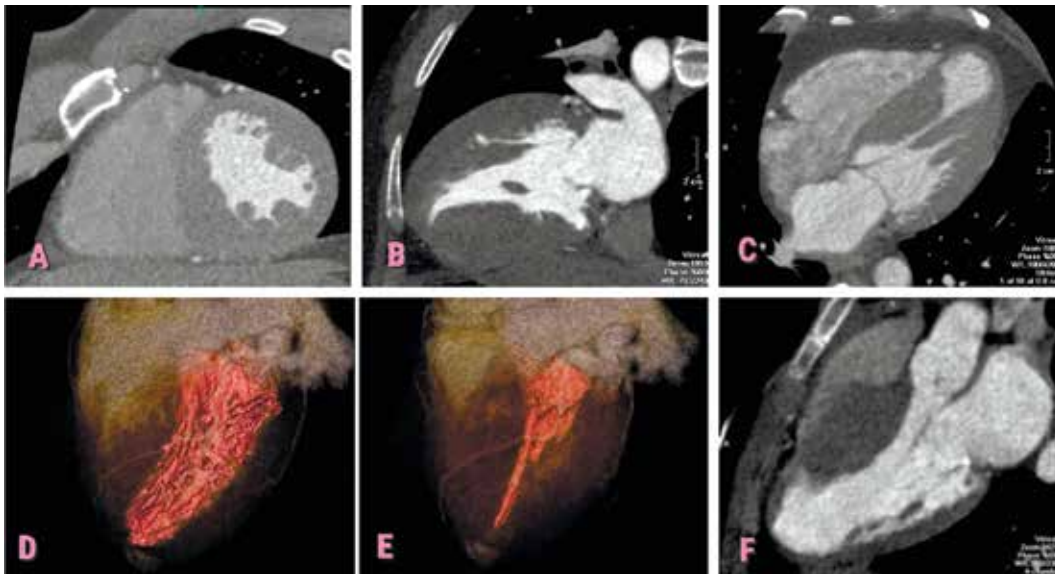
Варіанти поширення гіпертрофії міокарда при ГКМП: А – МСКТ-зображення серця у двокамерній позиції по короткій осі демонструє нерівномірне потовщення МШП на мезовентрикулярному рівні у пацієнта з асиметричною формою ГКМП; В – КТ-зображення серця у двокамерній позиції по довгій осі показує симетричне потовщення стінок на всіх рівнях ЛШ у пацієнта із симетричною формою ГКМП; С – КТ-зображення у чотирикамерній позиції по короткій осі показує симетричне потовщення стінок ЛШ на середньому рівні у пацієнта з мезовентрикулярною формою ГКМП; Д – Volume Rendering – реконструкція порожнини ЛШ в пацієнта з апікальною формою ГКМП в діастолу та в систолу; Е – зверніть увагу на субтотальну систолічну облітерацію порожнини ЛШ на середньому та апікальному рівні; Ф – КТ-скан серця у трикамерній позиції, де візуалізується нерівномірне, тумороподібне потовщення МШП у пацієнта з пухлиноподібним варіантом ГКМП
